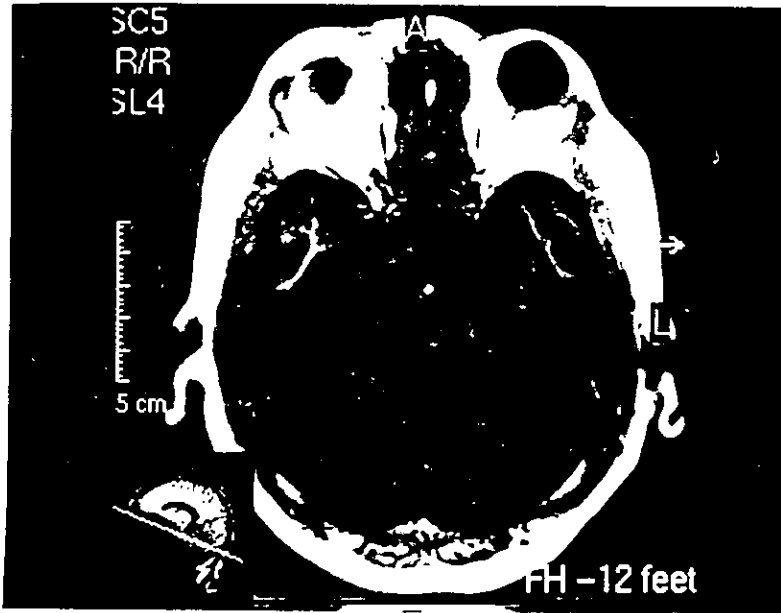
RMN de cabeza. Inversión-recuperación.
